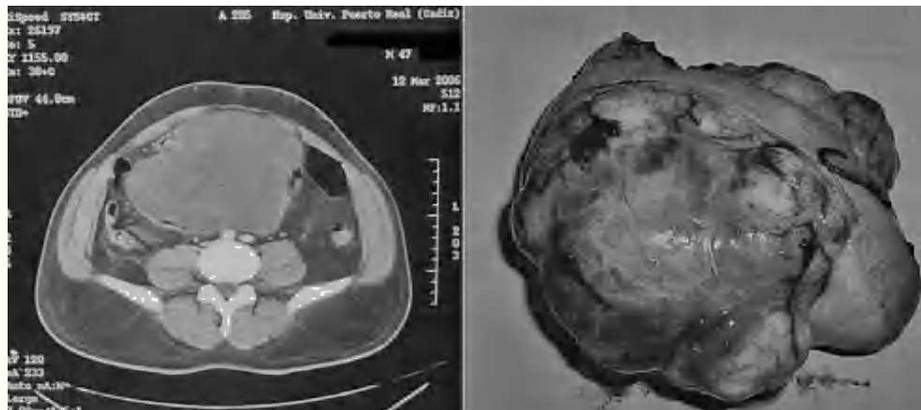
Caso 1. La TC muestra una masa sólida de 17 cm de diámetro transversal, dependiente de la raíz del mesenterio. A la derecha puede observarse la pieza quirúrgica correspondiente (nótese que el mesenterio del asa que se ve está constituido por el propio sarcoma).
